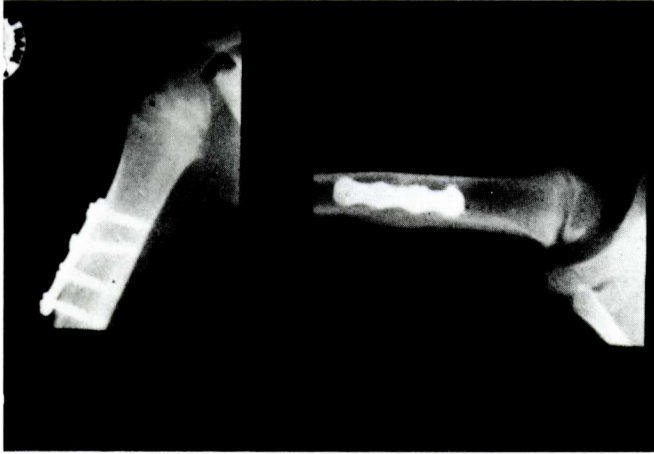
Radiografies d'una osteotomia desrotatòria de l'húmer, consolidada
